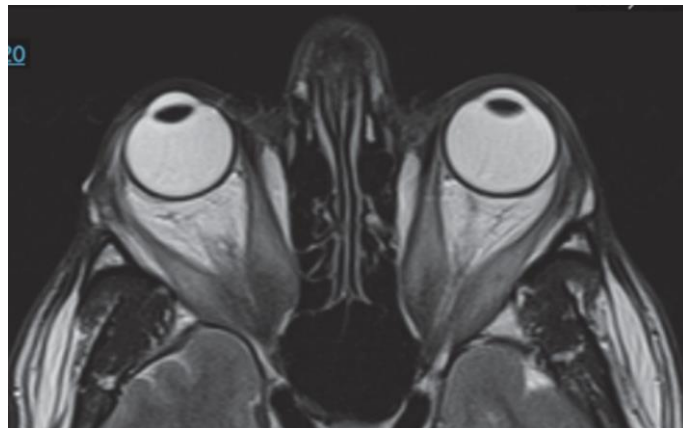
IRM orbitaire en coupe axiale (pondération T1) montrant l'encombrement musculaire à l'apex (patient) 1.
